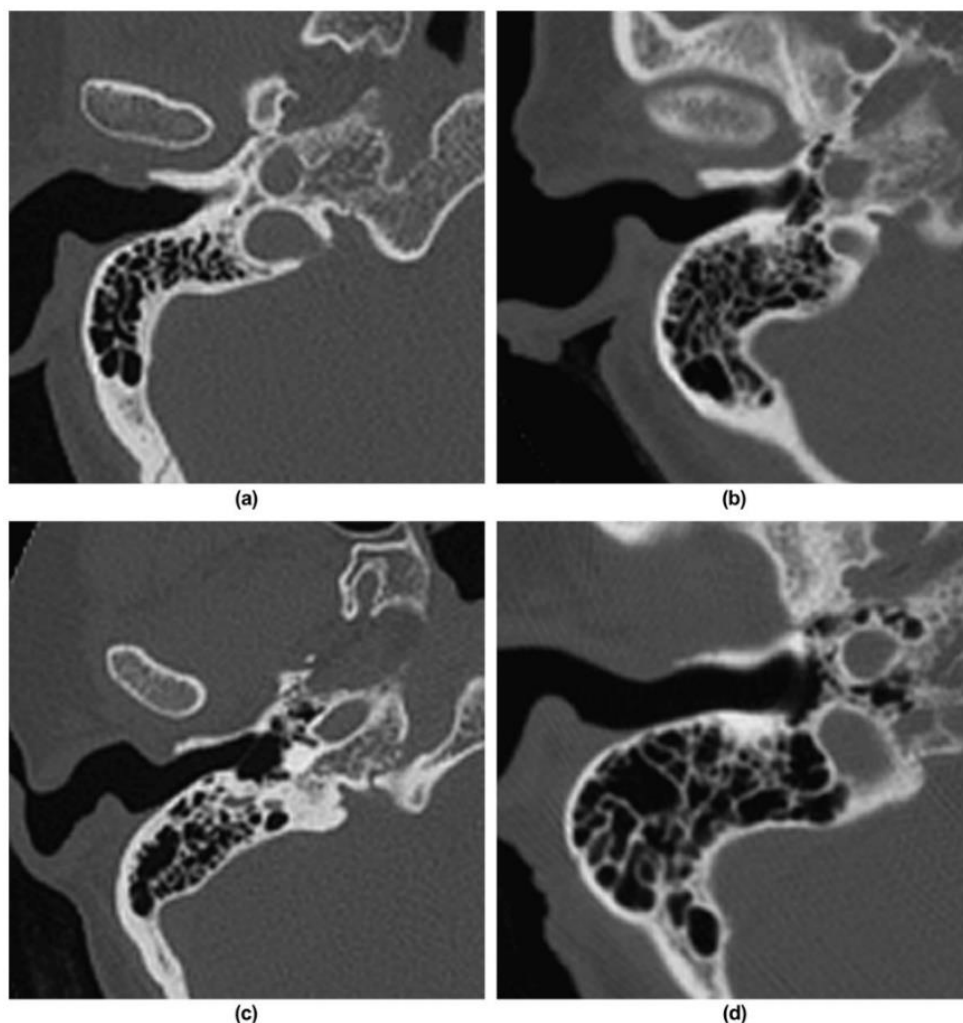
Agrupación de la neumatización del ápex petroso por medio de tomografía computada en alta resolución tomando el canal carotídeo como estructura de referencia. (a) Grupo 1, (b) Grupo 2, (c) Grupo 3 y, (d) Grupo 4, de acuerdo con lo propuesto por Han et al. (6)
